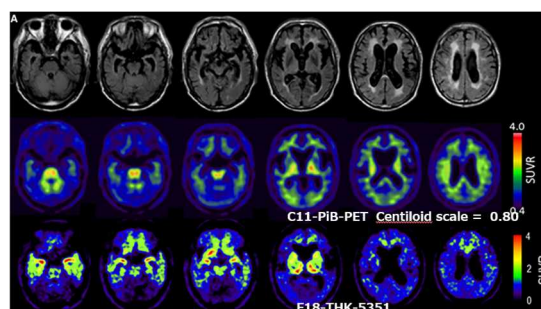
嗜銀顆粒性認知症、70 歳代、発症 7 年目、MMSE25 点、MRI、FLAIR 画像、PiB-PET 画像、センチロイドスケールで 0.80。THK-5351-PET 画像。側頭葉内側部の高度萎縮、PiB-PET 陰性、側頭葉内側部に THK-5351 の高度集積。
